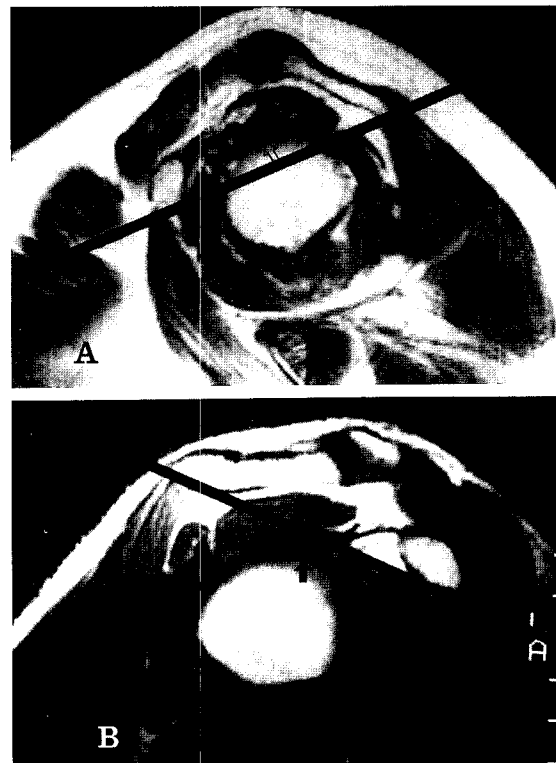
Oblique sagittal views of MRI.
